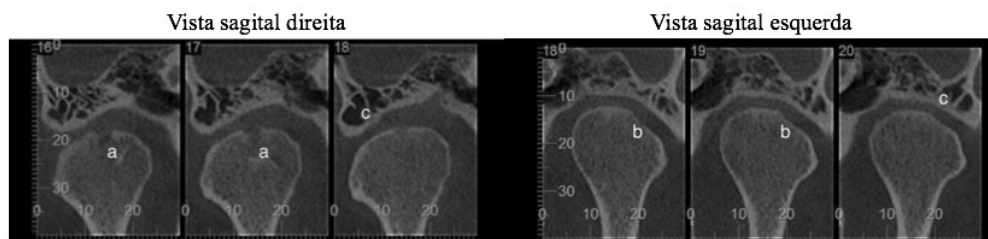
imagem de tomografia computadorizada da ATM de um paciente com Artrite Reumatoide (Plano sagital direito e esquerdo) - (a): quisto subcondral na porção superior da cabeça do côndilo direito; (b): erosão da porção lateral da cabeça condilar mandibular; (c): eminência articular achatada. [Adaptado de (Abrão et al., 2016)].
